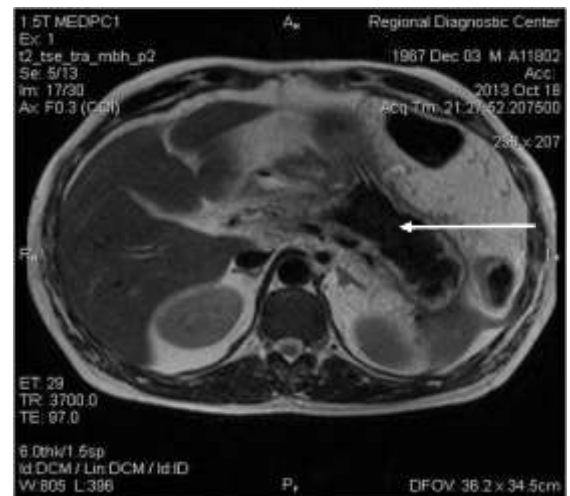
МР-томограмма. Пациент Х., 34 сутки заболевания. Образование с чередованием участков разной интенсивности сигнала, ограниченное стенкой – ограниченный некроз
